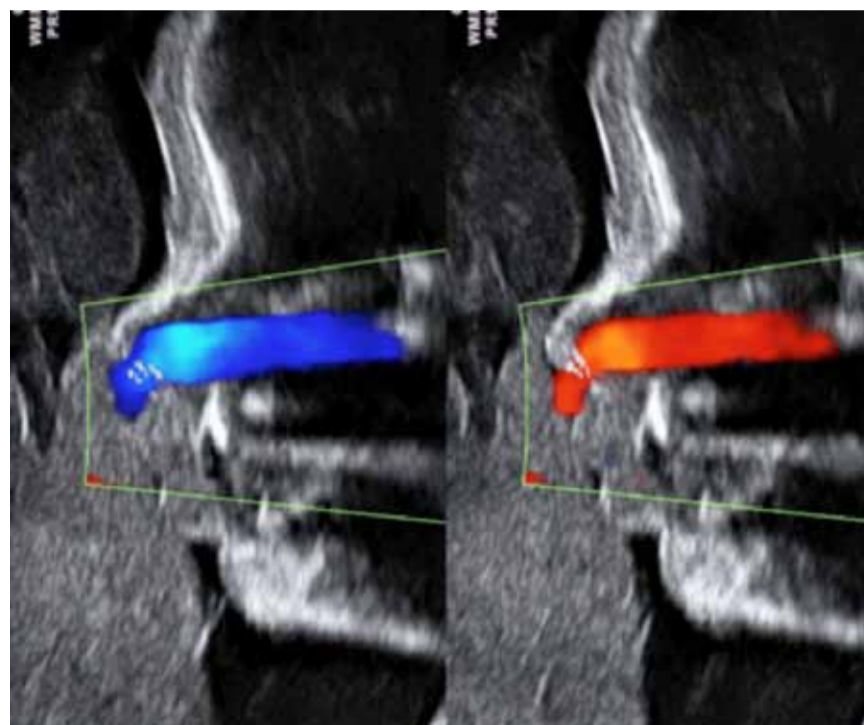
Valutazione indiretta dell'integrità del palato. Il passaggio di fluidi nel feto con fisiologici "movimenti respiratori" (azzurro: in allontanamento; rosso: in avvicinamento rispetto alla sonda) mediante color Doppler dimostra l'integrità del palato in quanto il liquido nel nasofaringe risulta separato dall'orofaringe inferiormente per la presenza di un palato normale.
